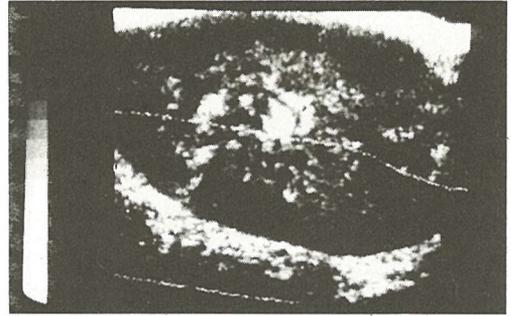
Longitudinal sonograms of male functioning transplanted kidney.
